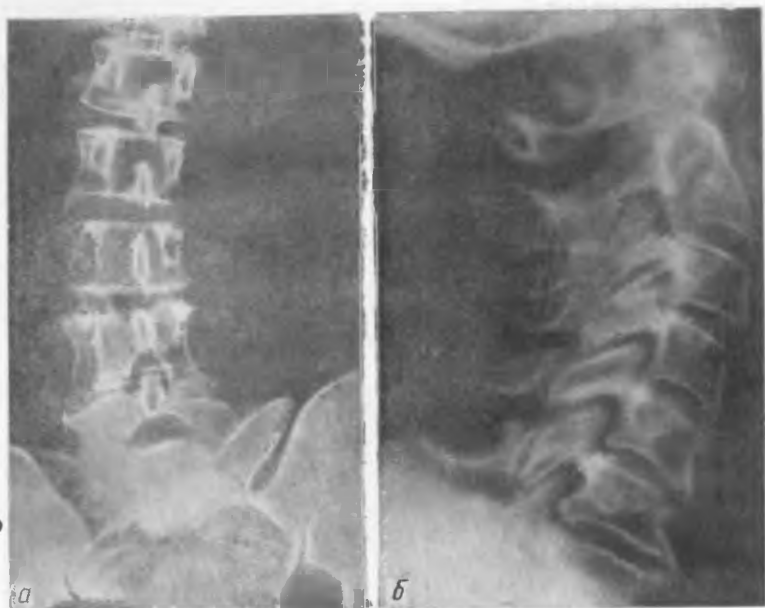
Сочетание рентгенологических признаков остеохондроза и спондилеза в поясничном (а) и шейном (б) отделах позвоночника.
